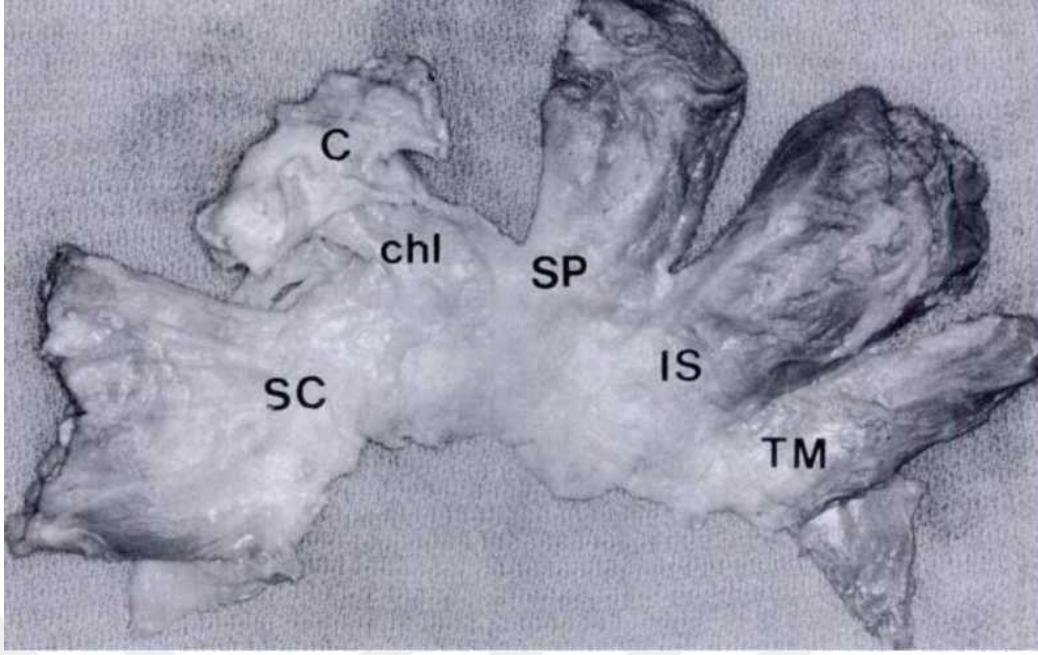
RM ve komşu yapıların yandan görünüşü.
